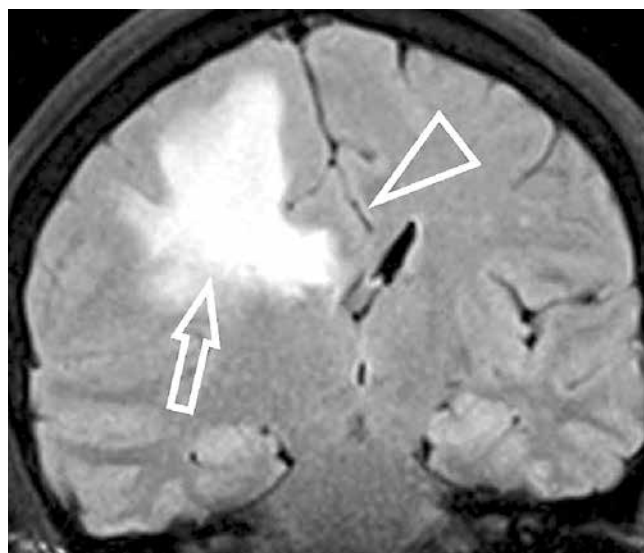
Магнитно-резонансная томография в коронарной проекции (FLAIR) демонстрирует перитуморальный отек (указан стрелкой) с масс-эффектом в виде смещения срединных структур (указан треугольной стрелкой) и компрессией заднего рога бокового желудочка
